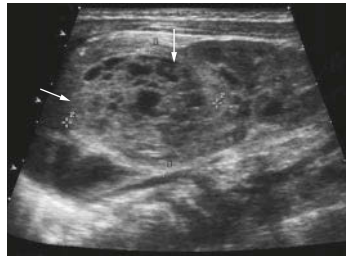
• Sonografische Darstellung eines Nephroblastoms (Wilms-Tumor) am linken oberen Nierenpol im Längsschnitt. Inhomogene Raumforderung mit zentral echofreiem Areal (Nekrose).
